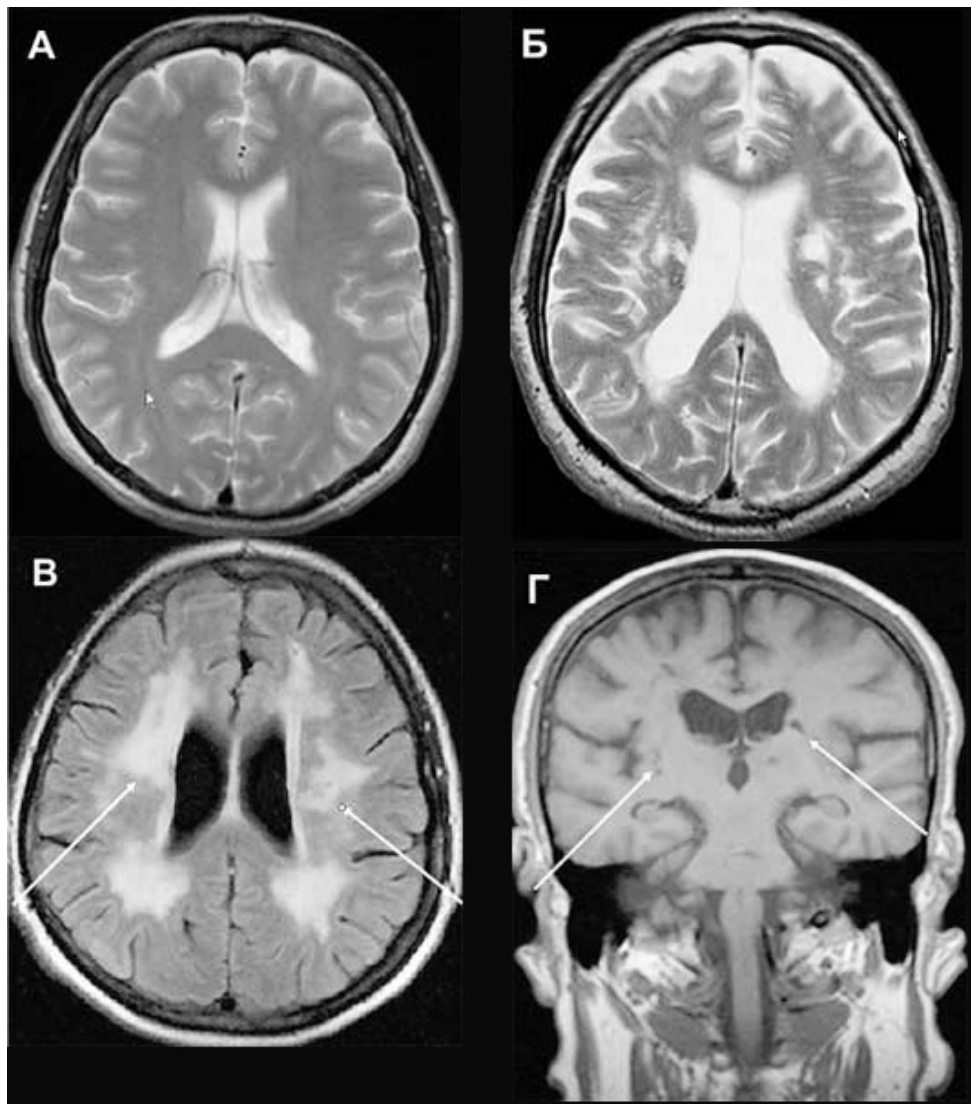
МРТ-картина енцефалопатії Бінсвангера (т.з. «німого інсульту») з вказанням вогнища враження
